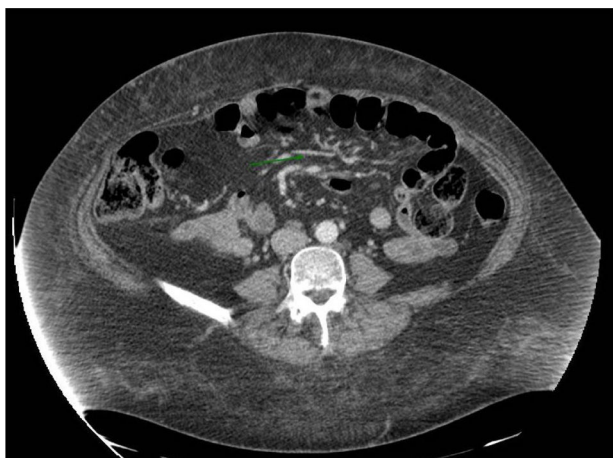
TC abdominal con contraste iv realizado en el caso 2. Se señala un agrupamiento e ingurgitación de vasos en hemiabdomen izquierdo que evidencia la posibilidad de brida peritoneal/hernia interna. Sin embargo, no se aprecia dilatación de asas.
